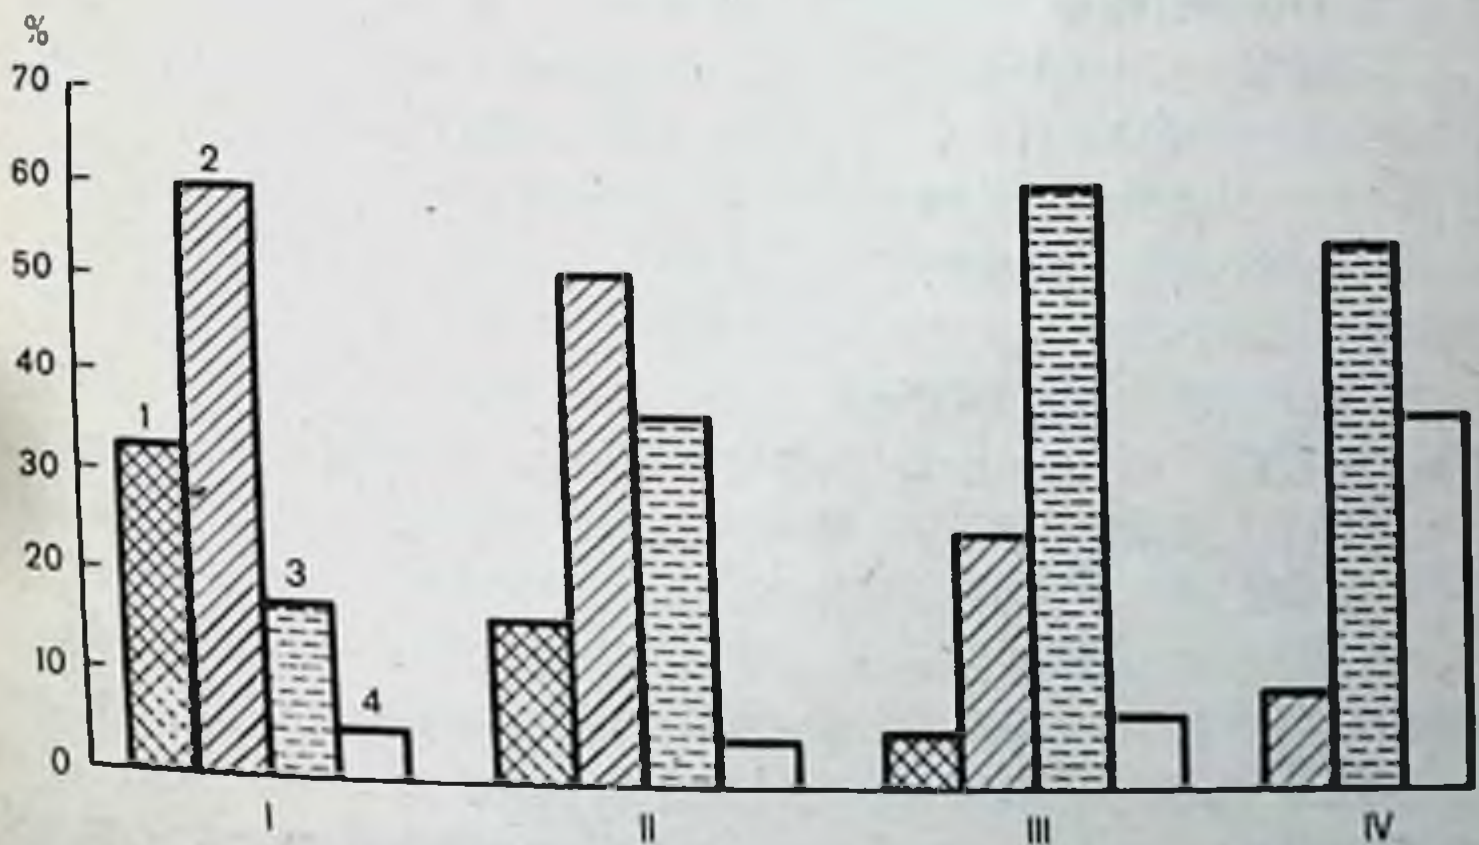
Изменения частоты гематурии у больных с гемотрансфузионными осложнениями в различные периоды заболевания (в процентах к числу обследованных).
